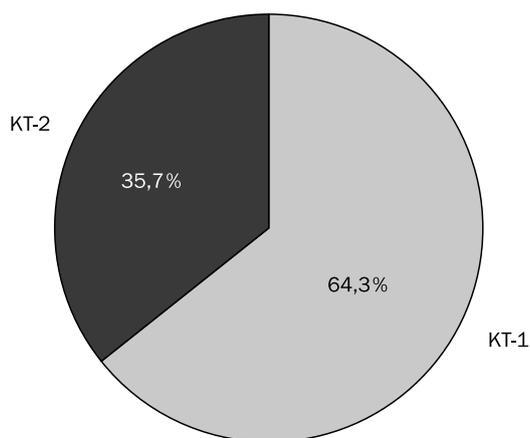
Объем поражения легочной паренхимы у обследованных пациентов по данным МСКТ органов грудной полости
